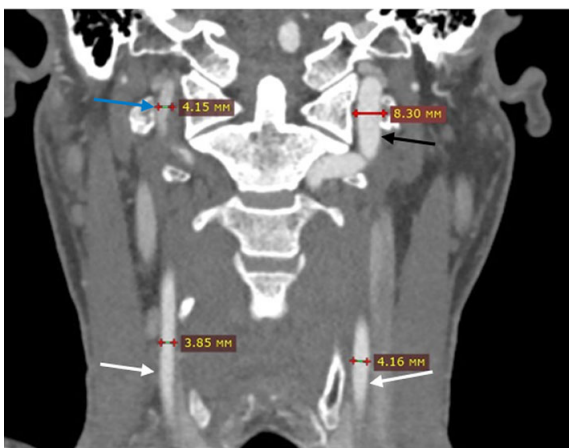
Пациент И., МСКТ-ангиография сосудов шеи (фронтальный срез): визуализируются гипоплазированные общие сонные артерии (белые стрелки), гипертрофированная левая позвоночная артерия (черная стрелка) и правая позвоночная артерия (только на уровне сегмента V3) обычного диаметра (синяя стрелка). Источник: составлено авторами
